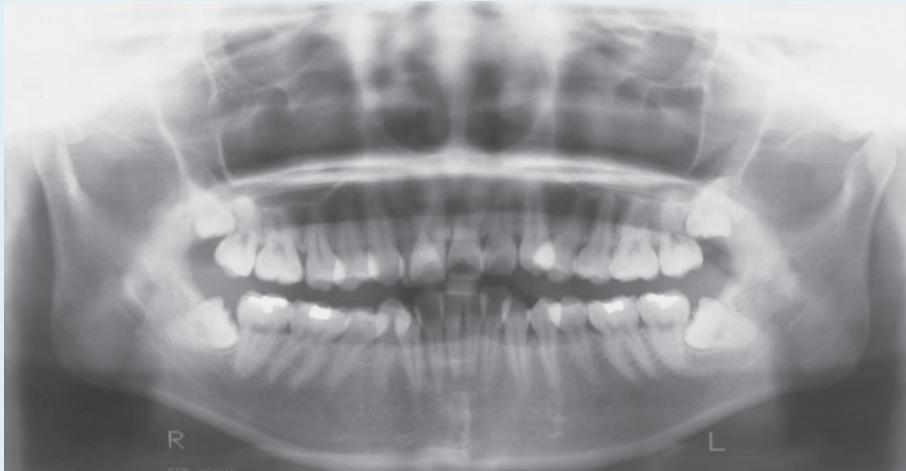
초진 시 파노라마 방사선사진.
